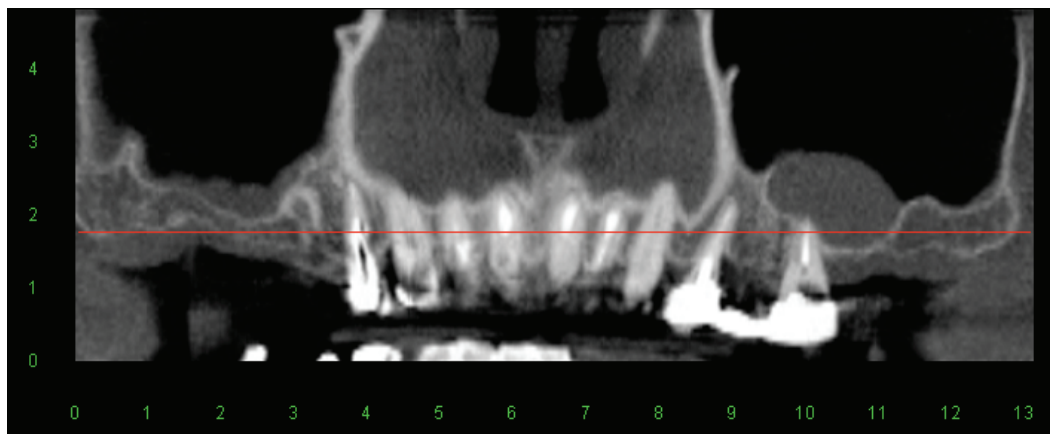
Tomografia Cone Beam mostrando imagem compatível com cisto de retenção mucoso associado a dente com comprometimento endodôntico.
